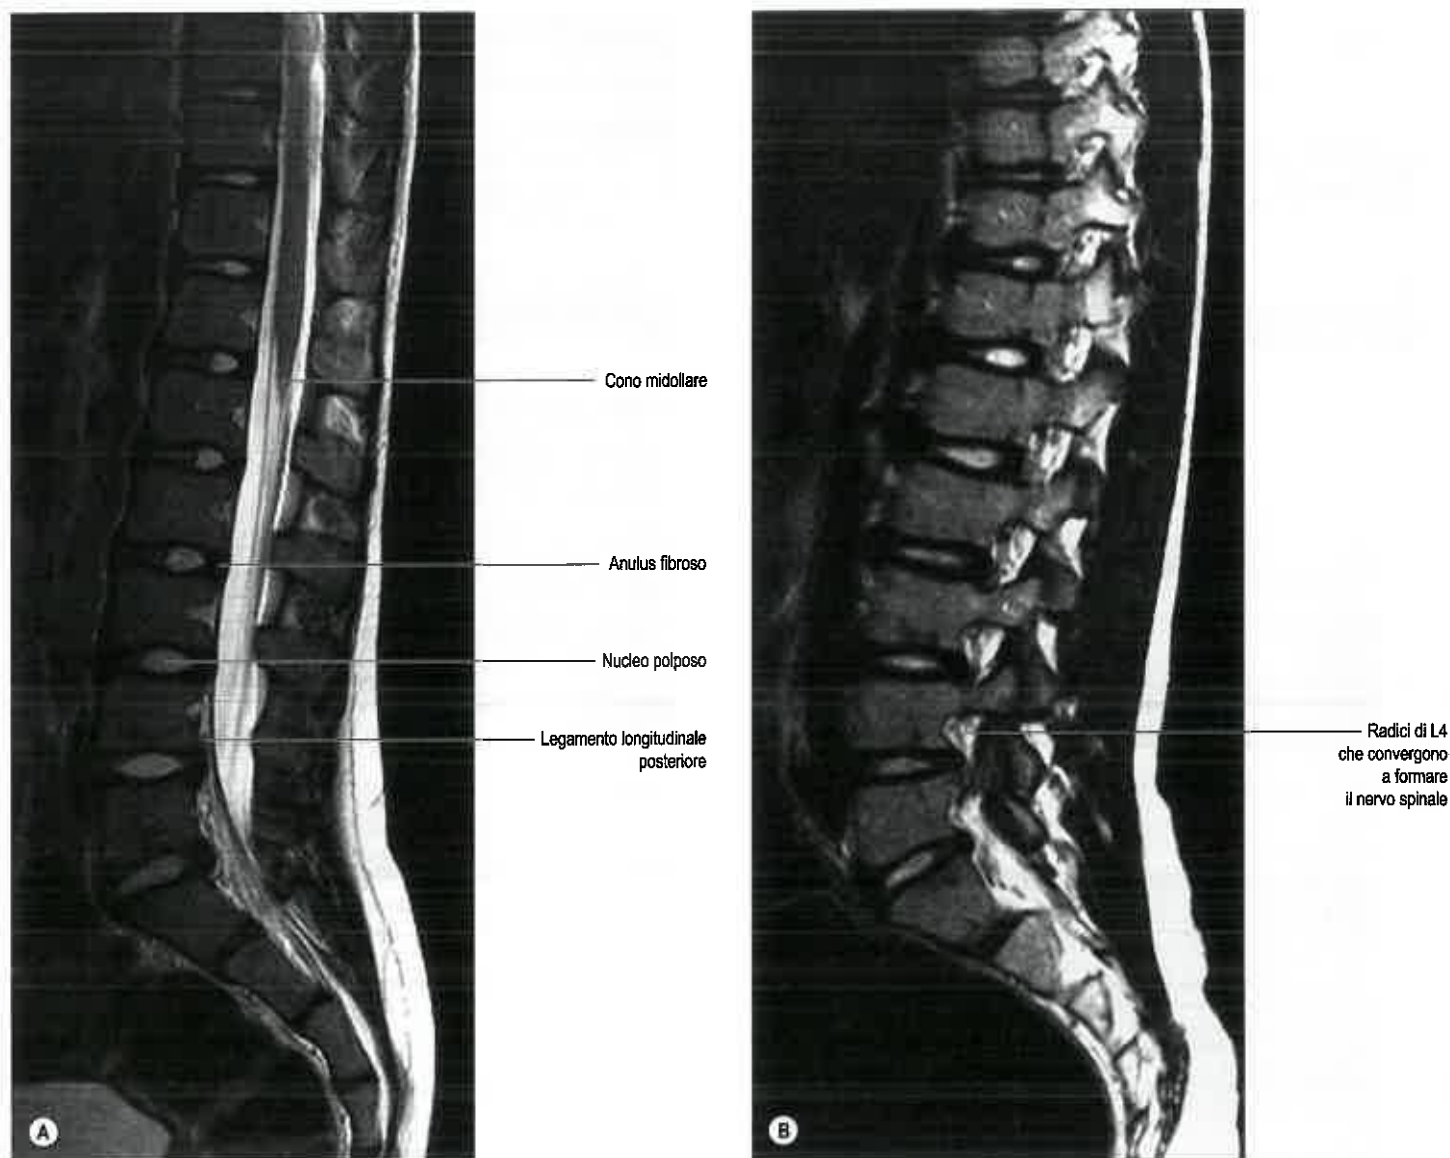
Colonna vertebrale lombare. A. RM sagittale mediana. B. RM sagittale.
